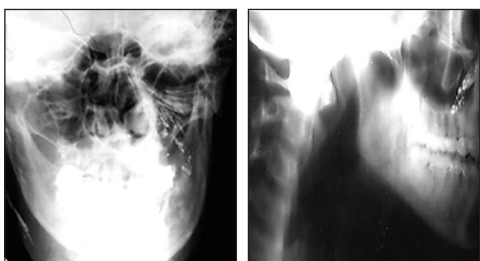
Отпечаток с лимфотомограммы
